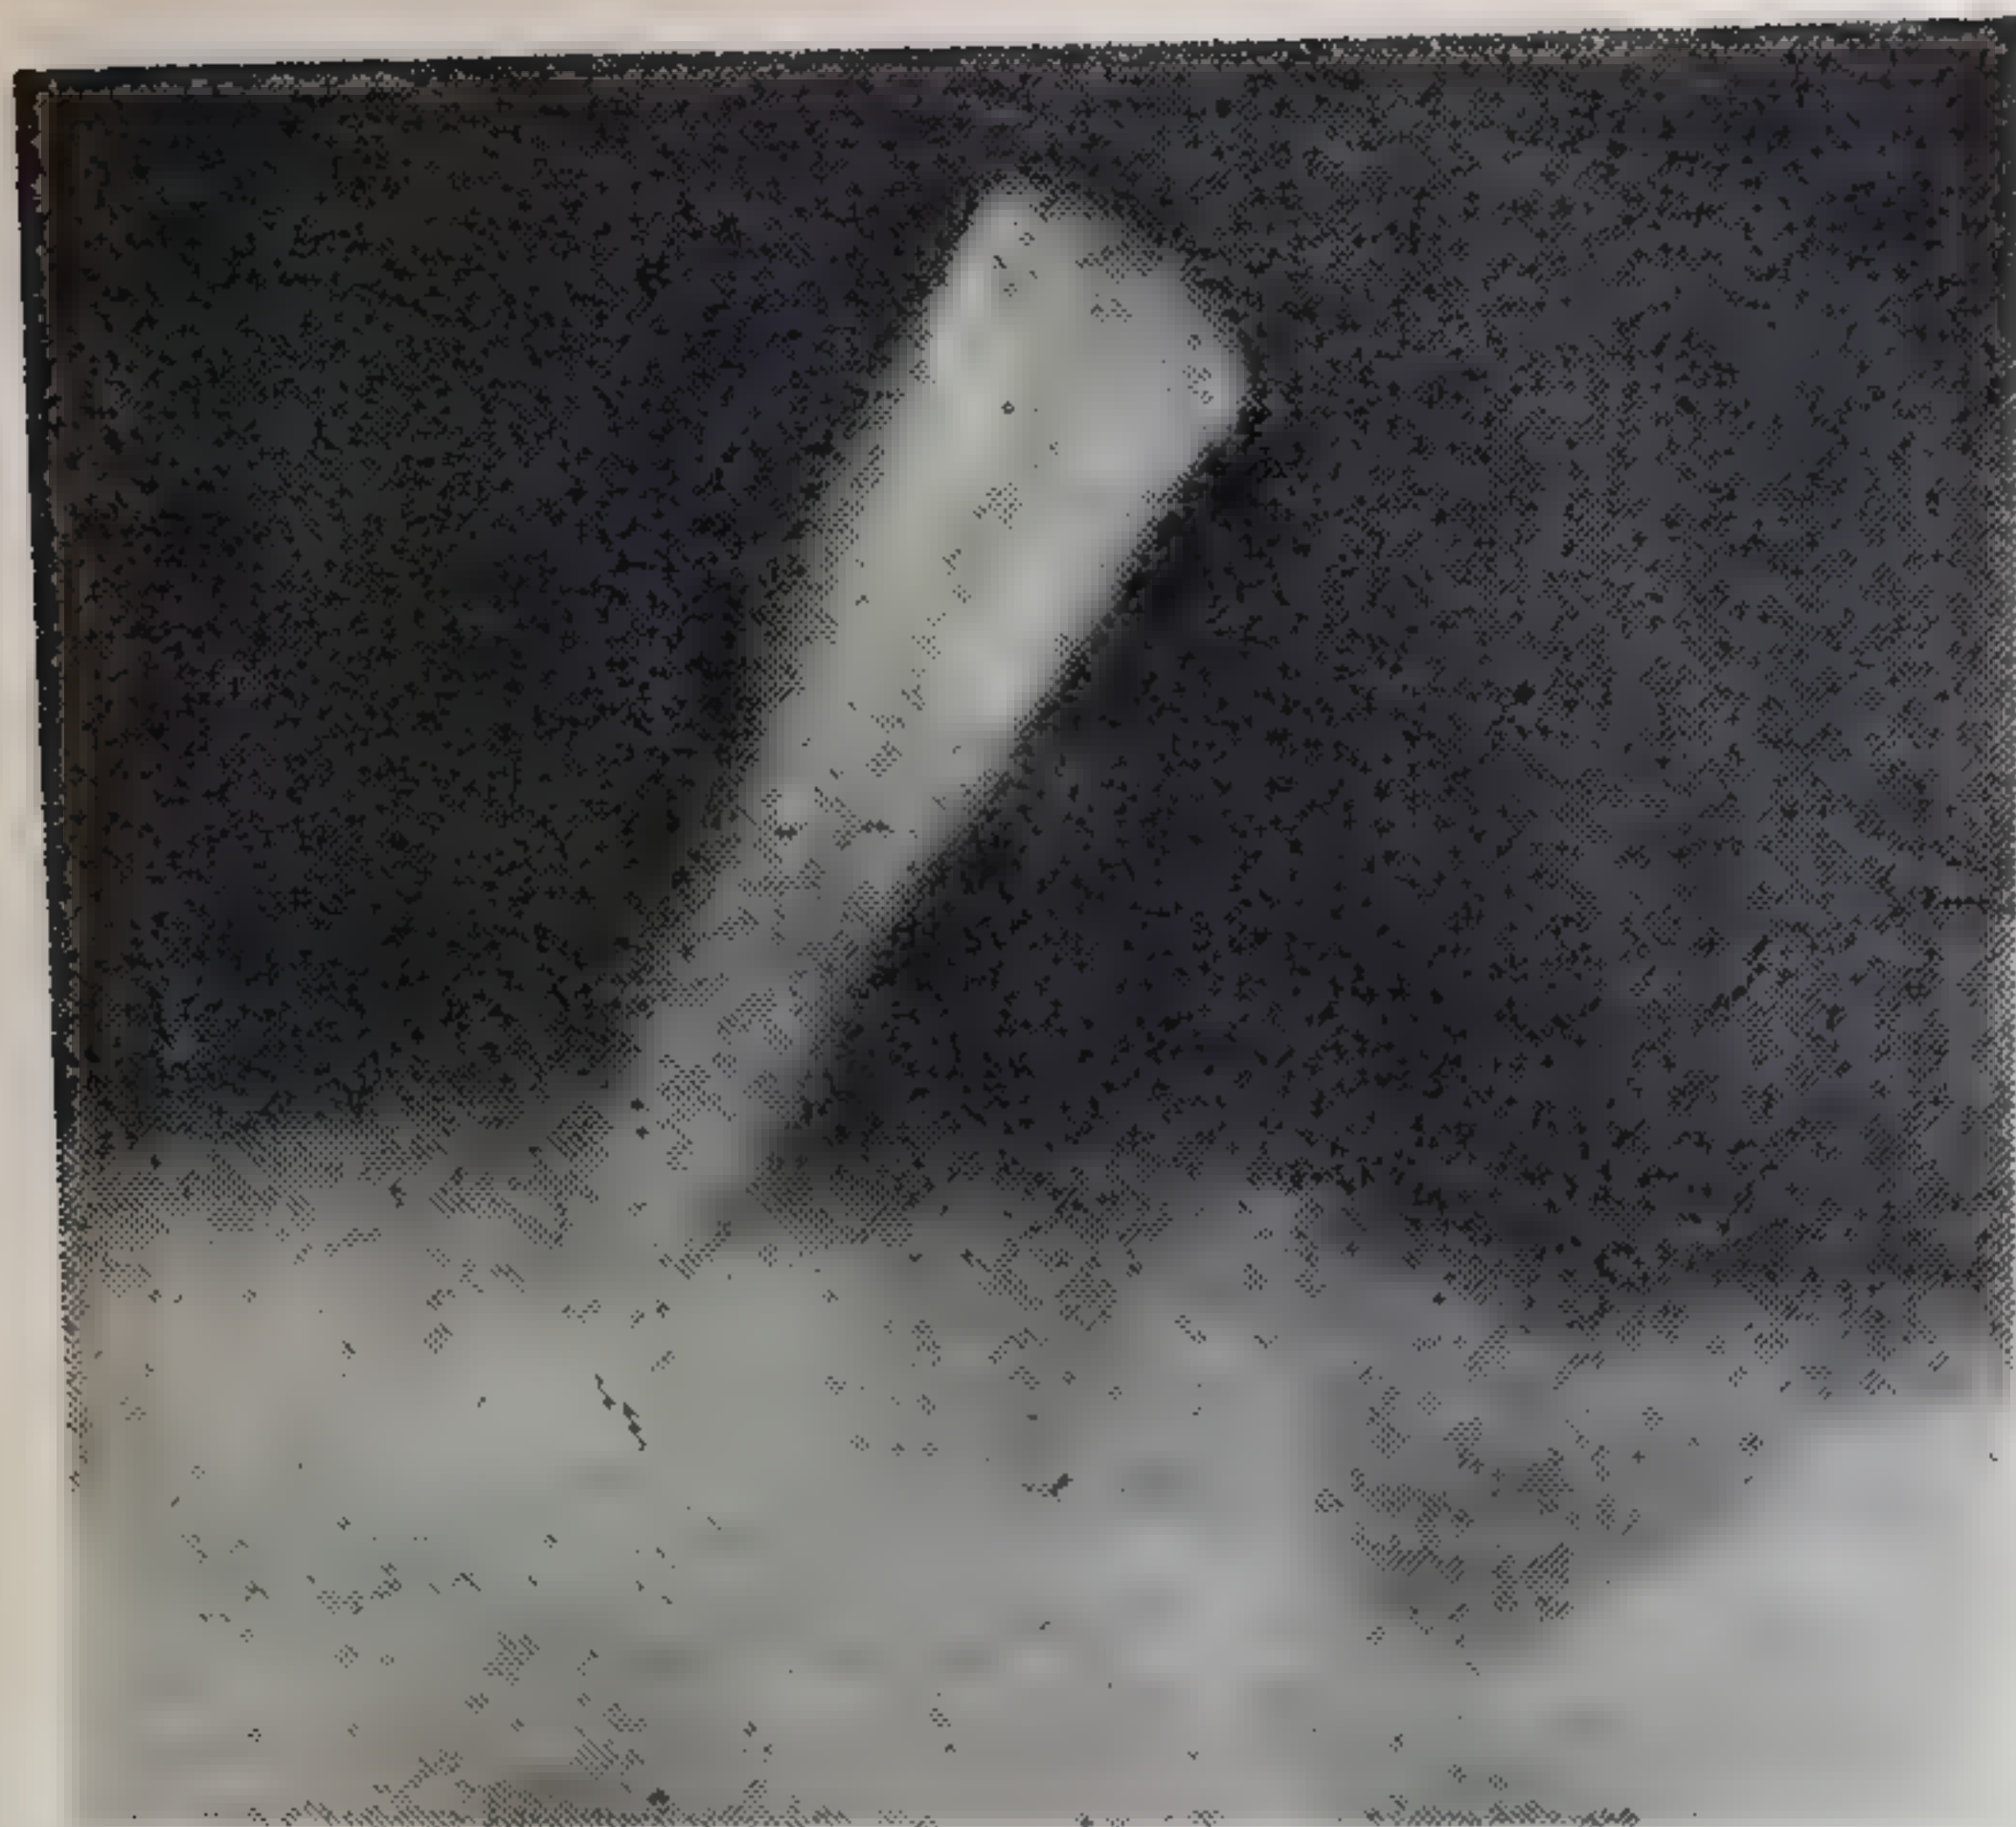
То же. Рентгенограмма — почти полная атрофия костной ткани лунки $\overline{13}$ зуба.
